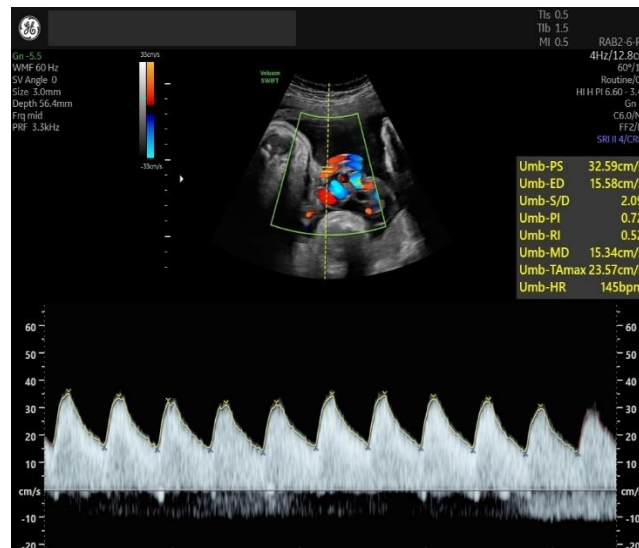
Fluksimetria Invasive Doppler (FID)
